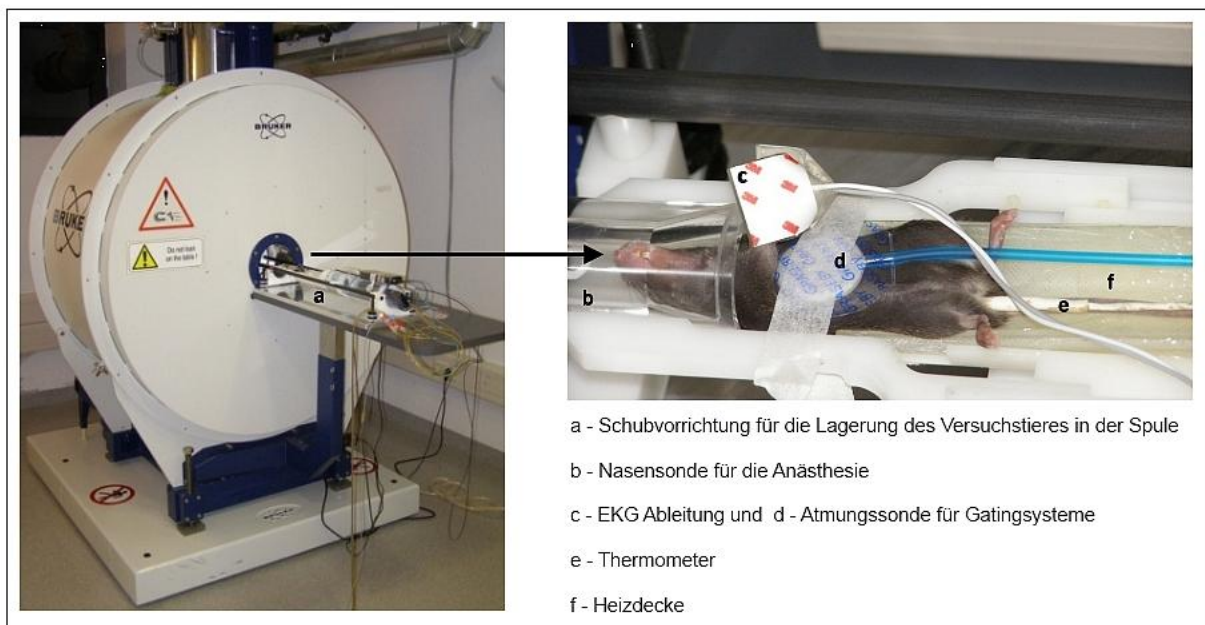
Abbildung des verwendeten 7-Tesla Kleintier-MRT (links) mit Darstellung der Lagerungsvorrichtung für die Versuchstiere (rechts) und notwendige Komponenten für die Untersuchung der Lunge (Legende a -f).
